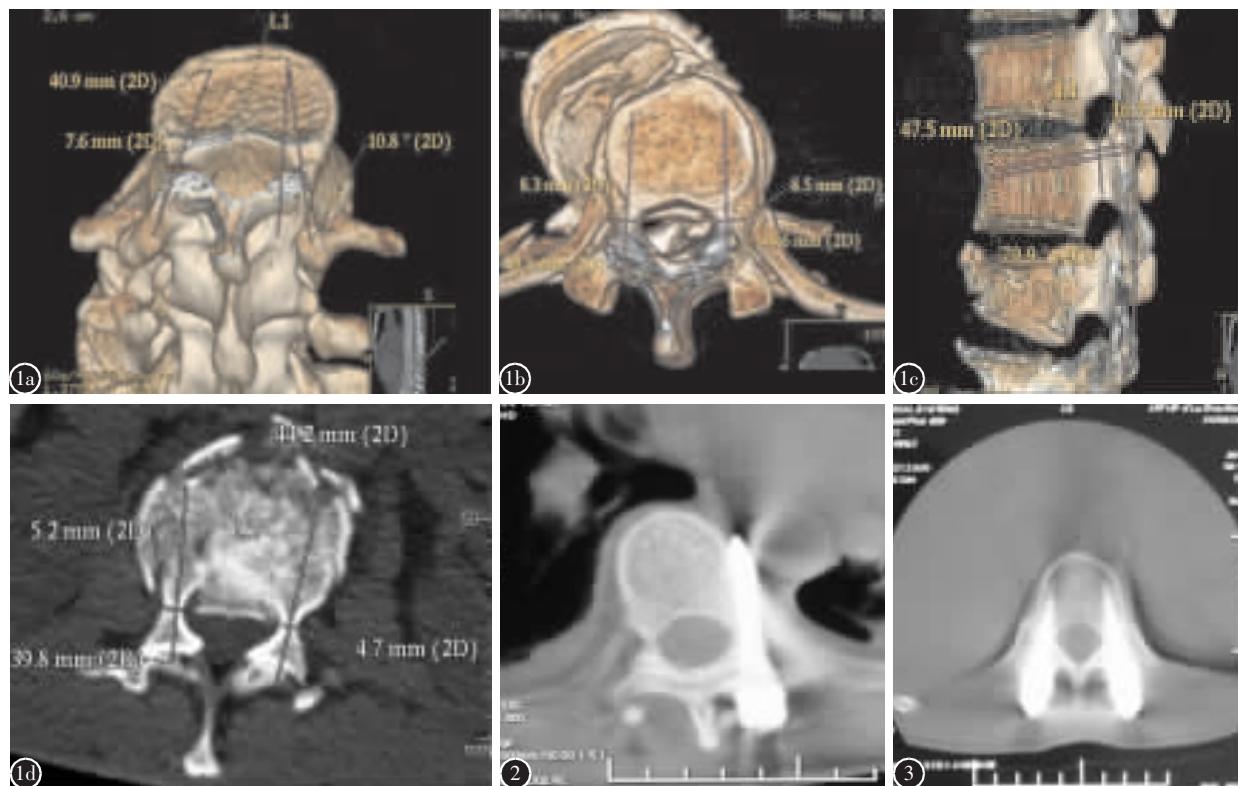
a 多层螺旋 CT(MSCT)三维重建显示椎弓根螺钉横断位进钉点和内倾角 b MSCT 三维重建显示椎弓根宽度及椎弓根螺钉长度 c MSCT 三维重建显示椎弓根高度及矢状位头、尾倾进钉角度 d 伤椎钉道设计 图 2 传统置钉法术后 CT 扫描显示椎弓根螺钉穿破椎弓根外侧壁和椎体前缘 图 3 MSCT 三维重技术指导置钉术后 CT 示椎弓根螺钉位置良好
